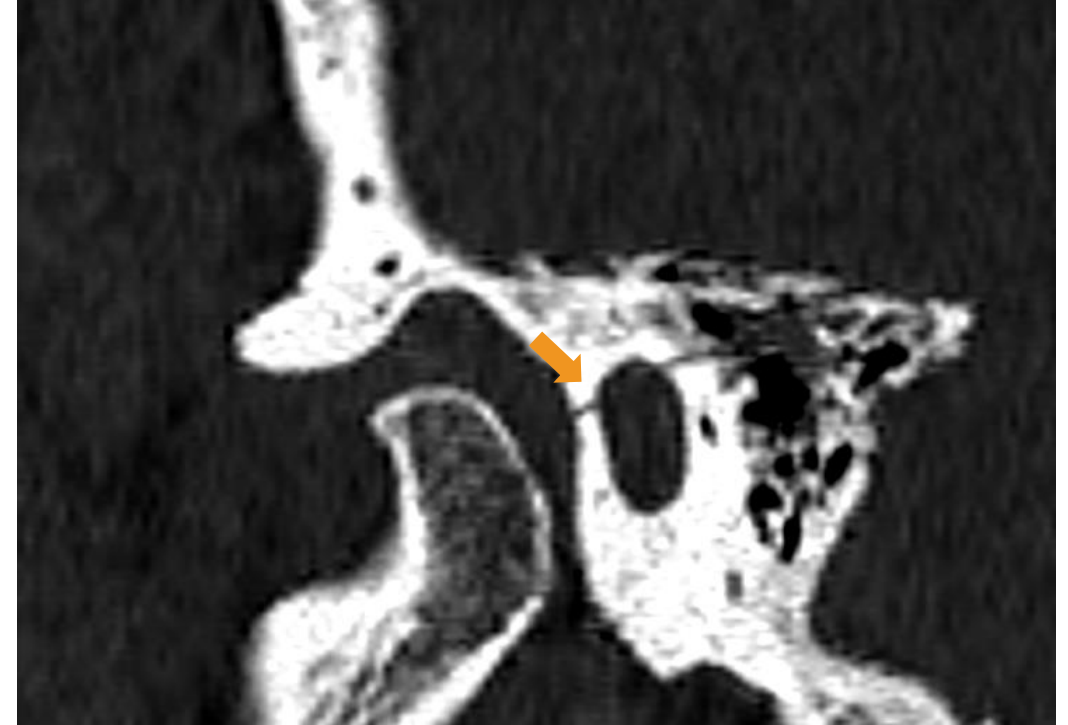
TC coronal en el que se observa una fractura del hueso temporal que afecta al CAE y alcanza la fosa glenoidea.
